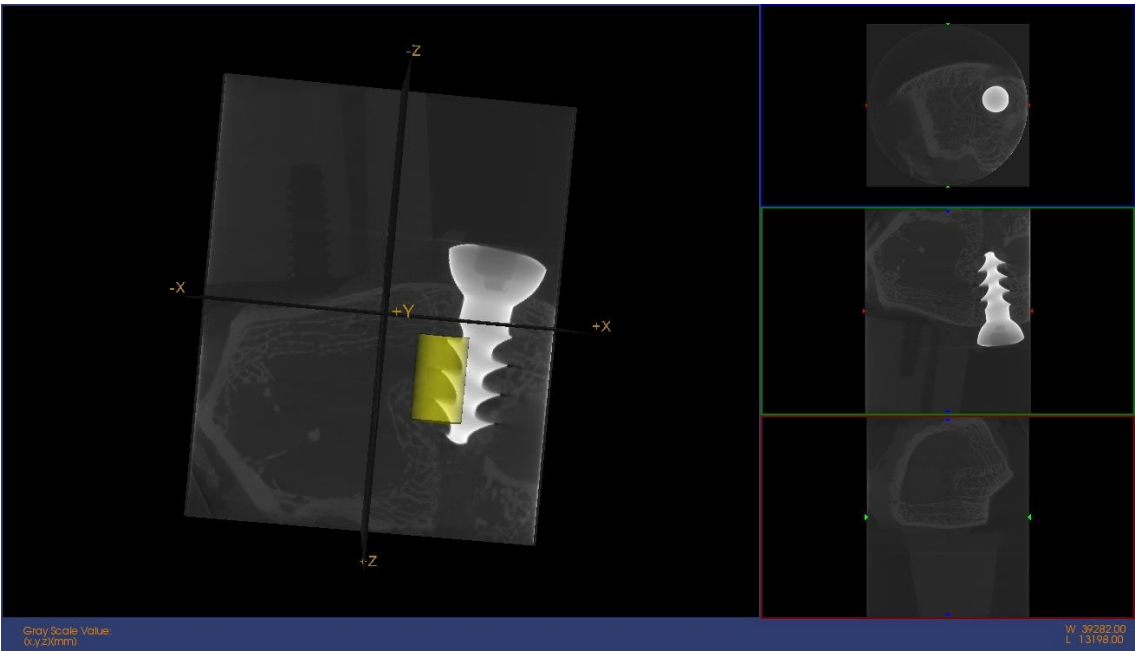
IMAGEN Micro CT
